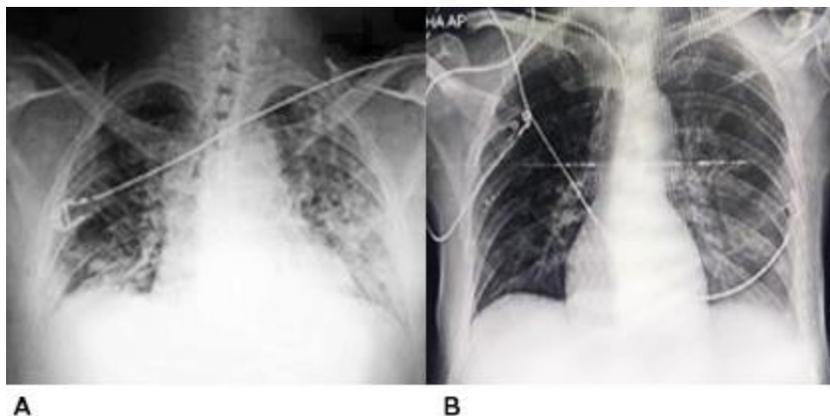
Radiografía de tórax. A. Primer día. B. Evolución radiológica del día 11.
